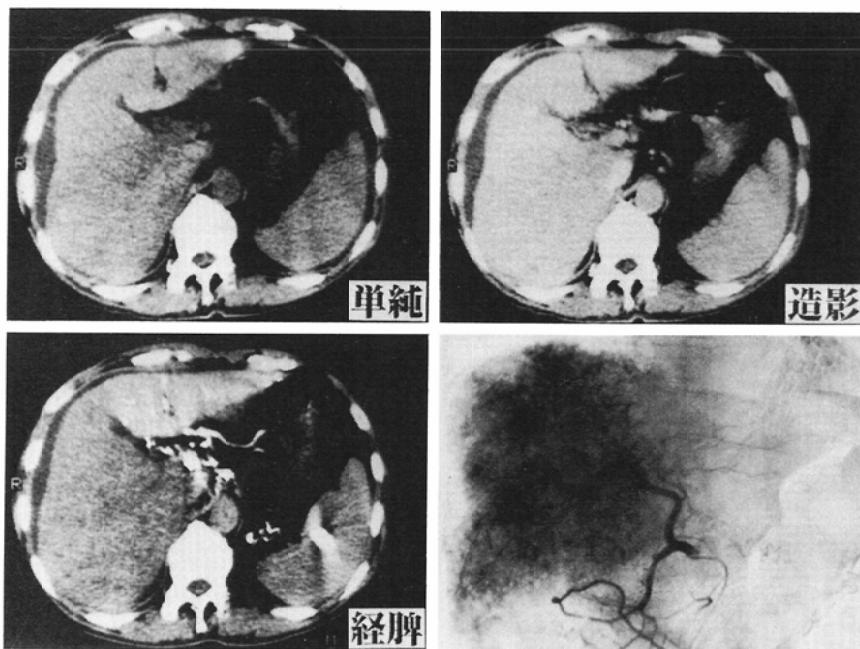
Hepatic arteriogram showing diffuse tumor infiltration of the right lobe of an isodense lesion. Extrahepatic collateral flow due to portal invasion is well visualized in CT with portography.
